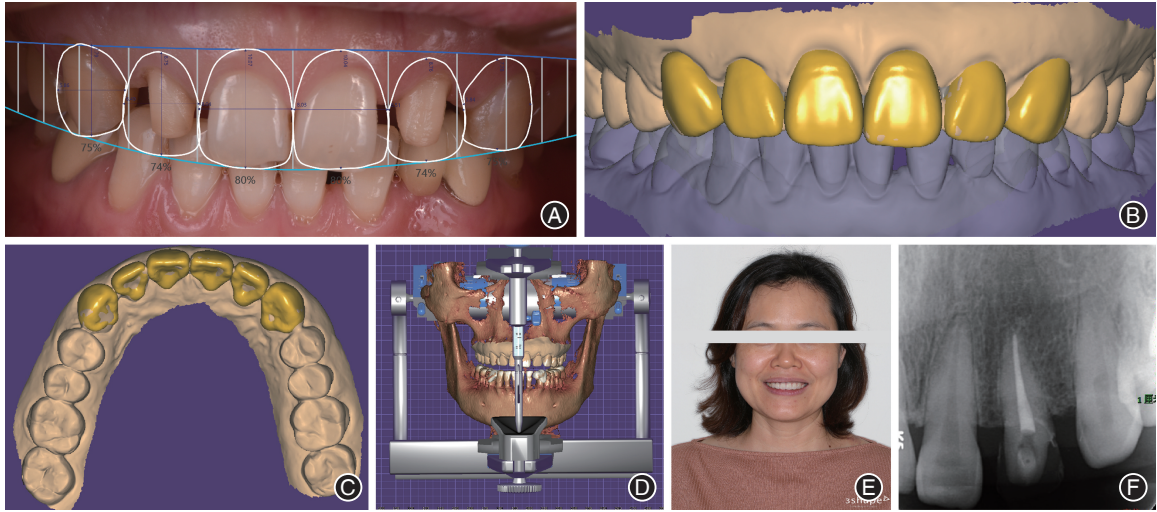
上前牙间隙伴露龈笑患者的三维数字化微笑设计(DSD) A:二维DSD设计;B~C:三维DSD设计正面照及殆咬合面照;D:虚拟殆架上设计静态咬合;E:DSD设计后效果照;F:22根管治疗后X线片。
